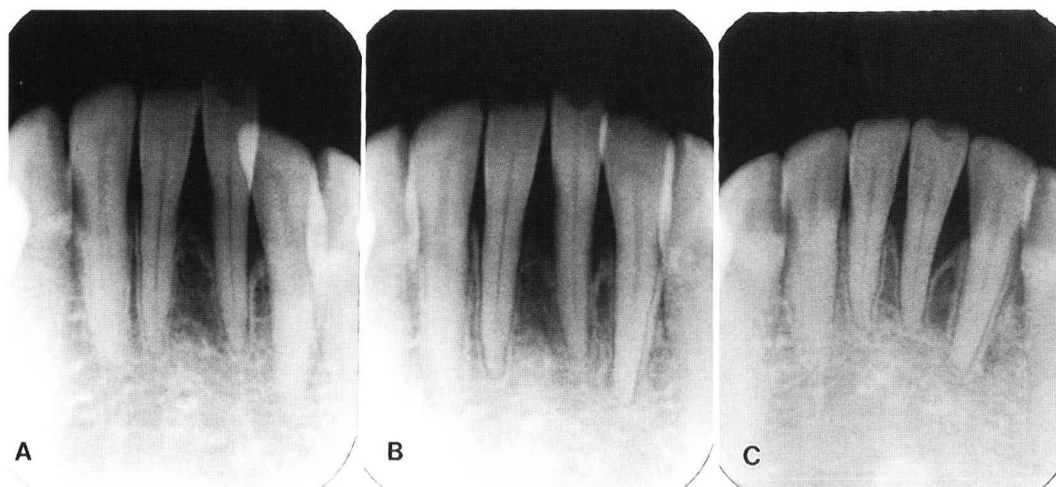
Dental radiographs
